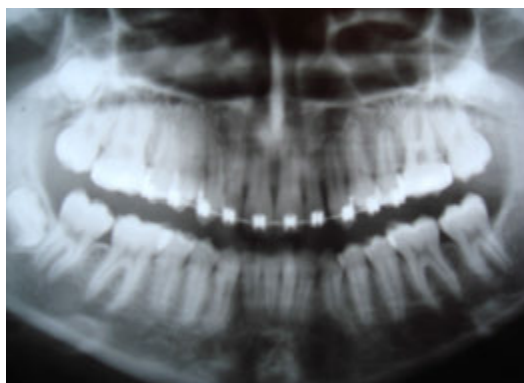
Radiografia panoramike një ditë përpara se të hiqej aparati. Pamje bukale ballore, djathtas dhe majtas e dhëmbëve në fund të trajtimit
